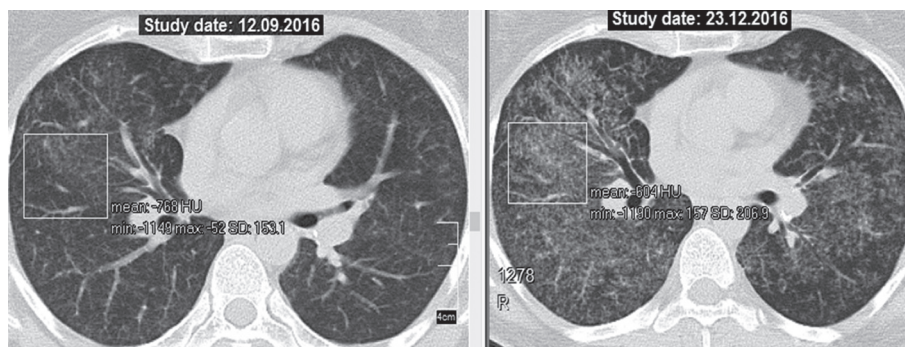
КТ больной Г. (ЕМК 77029192), саркоидоз органов дыхания, II стадия; слева — до назначения лефлуномида, справа — через 3 мес лечения лефлуномидом: значительное увеличение плотности узелковой диссеминации легких (денситометрия паренхимы до лечения — (-768 HU), через 3 мес терапии — (-604 HU)).
